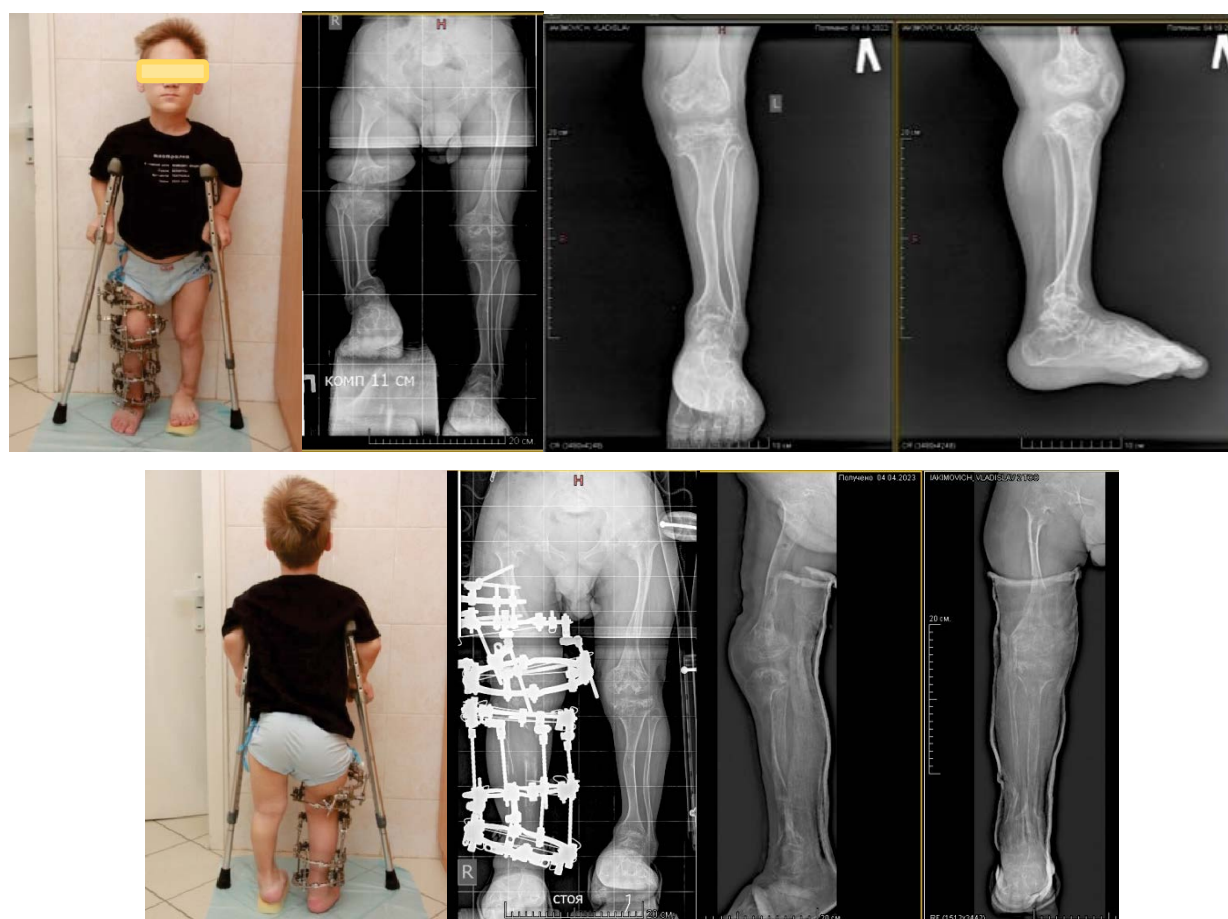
Photographs and radiographs of the thighs and tibiae of patient Y. after lengthening of the lower limb segments
